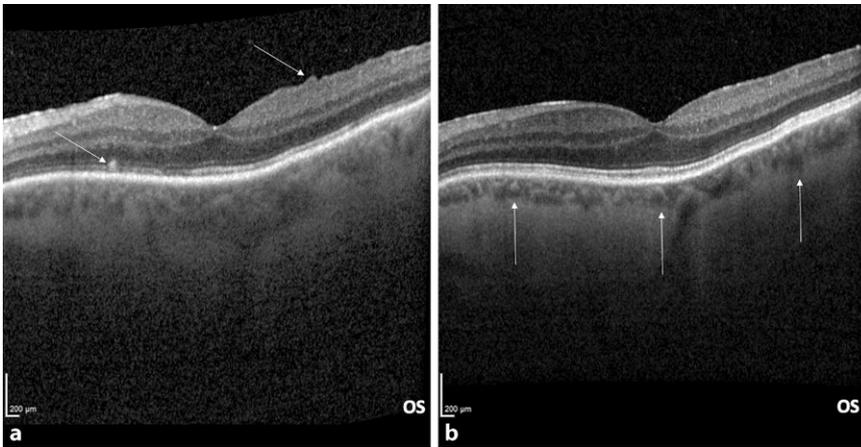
▲ a Vor Cerclage-Explantation durchgeführte optische Kohärenztomographie mit dezentraler Faltenbildung sowie hyperreflektiver Veränderung (s. Pfeile). b Abklingen bzw. Rückbildung der Veränderungen im postoperativen Verlauf. Dabei ließ sich eine Abnahme der Aderhautdicke, sowohl im postoperativen Verlauf am betroffenen Auge als auch im Vergleich zum kontralateralen Auge, nachweisen (Pfeile zeigen auf die Aderhaut, Aufnahme 33 Monate postoperativ)
